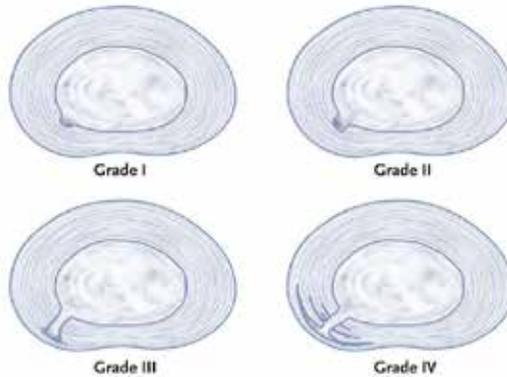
Graduación de las fisuras discales visibles en discografía y TAC.
